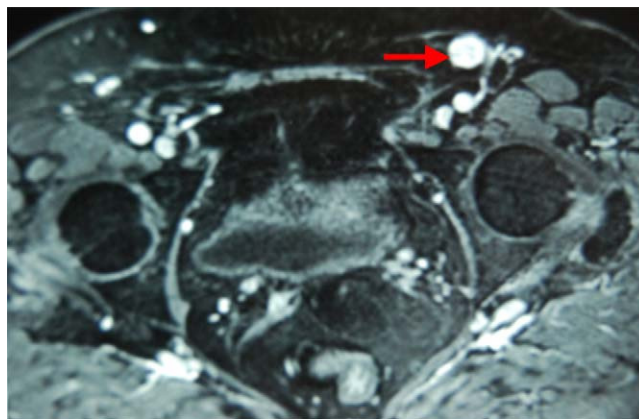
RM pélvica (secuencia T1 axial con contraste). Podemos ver adenopatía inguinal izd. de 2 cm.
